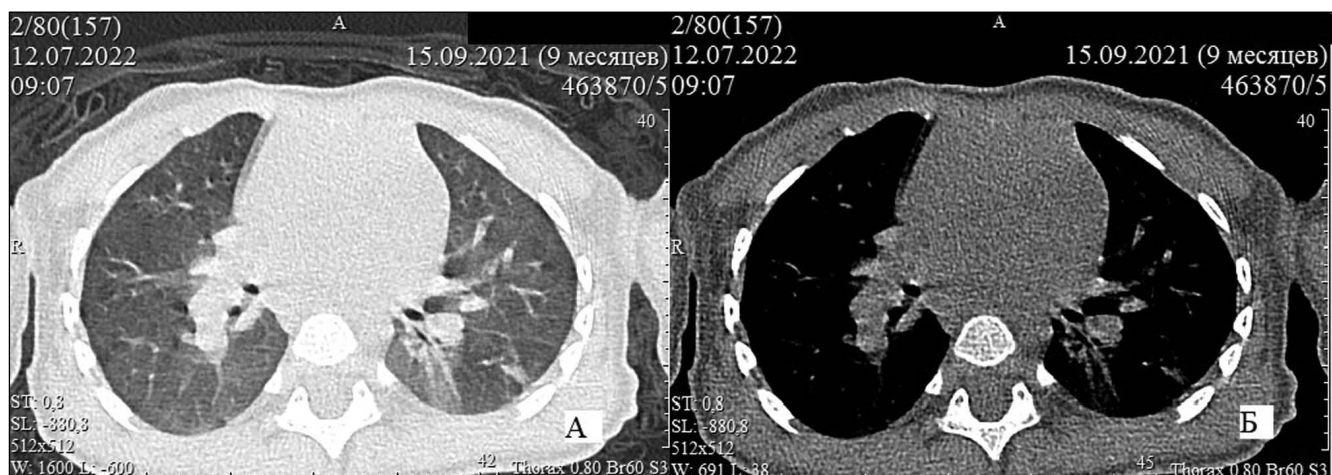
Рентгеновская компьютерная томография легких пациента в возрасте 9 мес. (после лечения). А – в S6 левого легкого отмечается небольшой участок фиброза. Б – в корнях легких гиперплазированные лимфатические узлы и кальцинаты отсутствуют.
